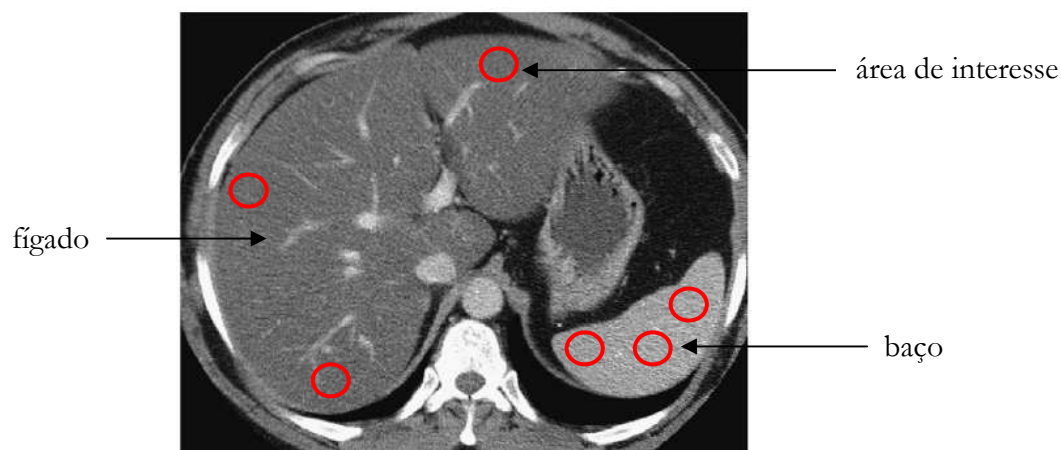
A imagem da tomografia computadorizada mostra uma paciente com esteatose difusa no lobo esquerdo e esteatose heterogênea em lobo direito, sendo que a densidade do fígado é menor que a do baço (Karcaaltincaba, 2007).
